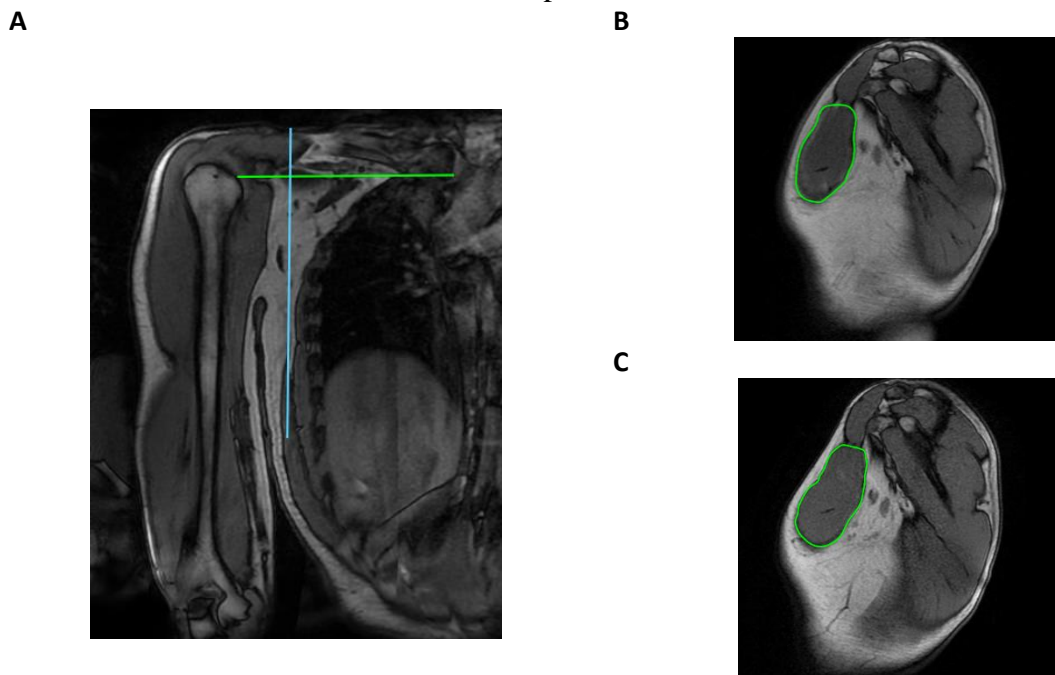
Exemplo da análise das imagens de ressonância magnética na região média do peitoral maior
